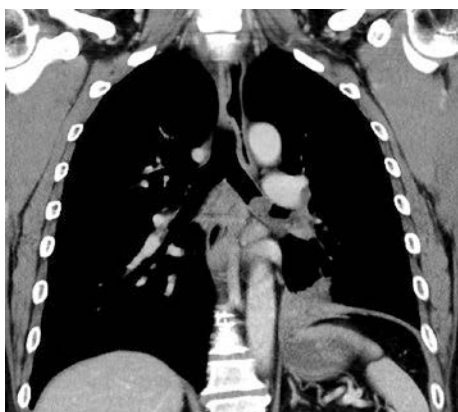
Chest contrast-enhanced CT scan 10 days after admission showed improvement of pneumonia, but the mass remained in the left main bronchus.
